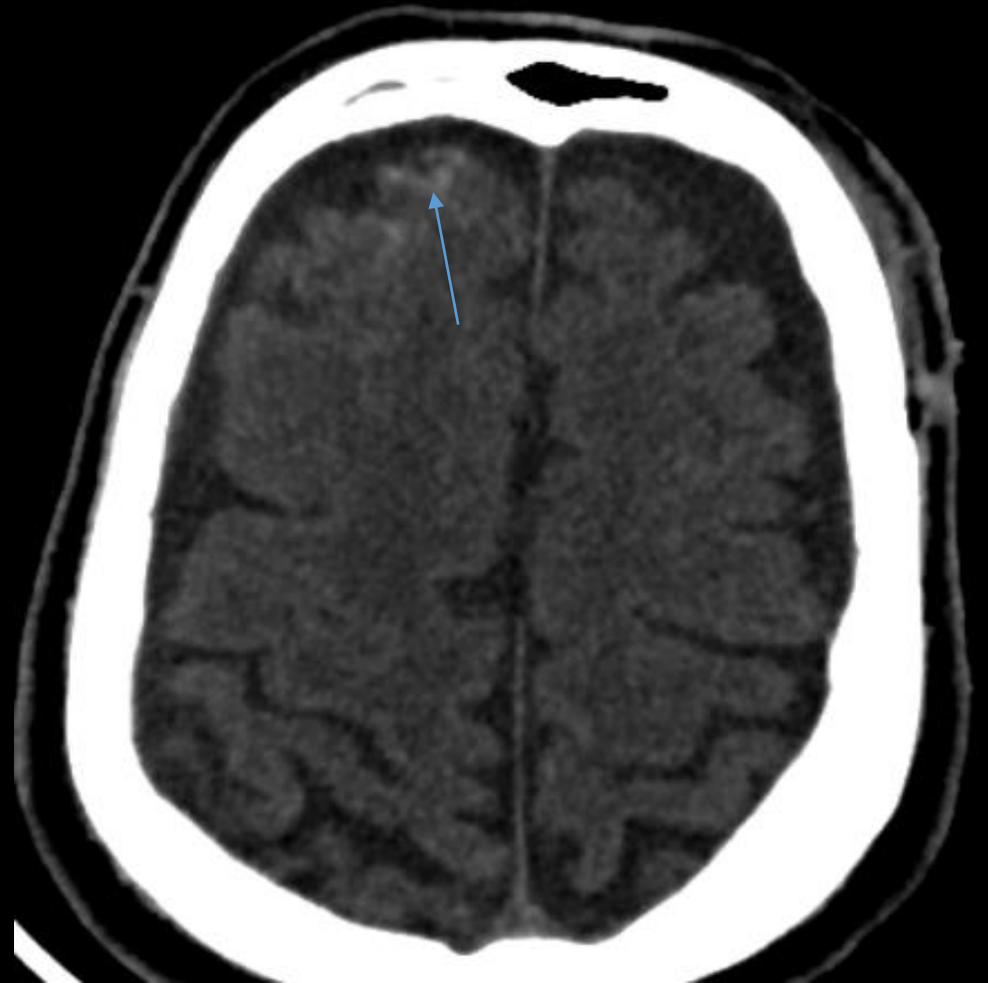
Coupe axiale TDM
